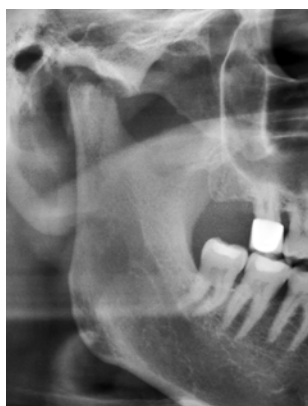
Ортопантомограмма (фрагмент). Воспалительная деструкция верхнего отдела правой головки нижней челюсти при артрите ВНЧС
